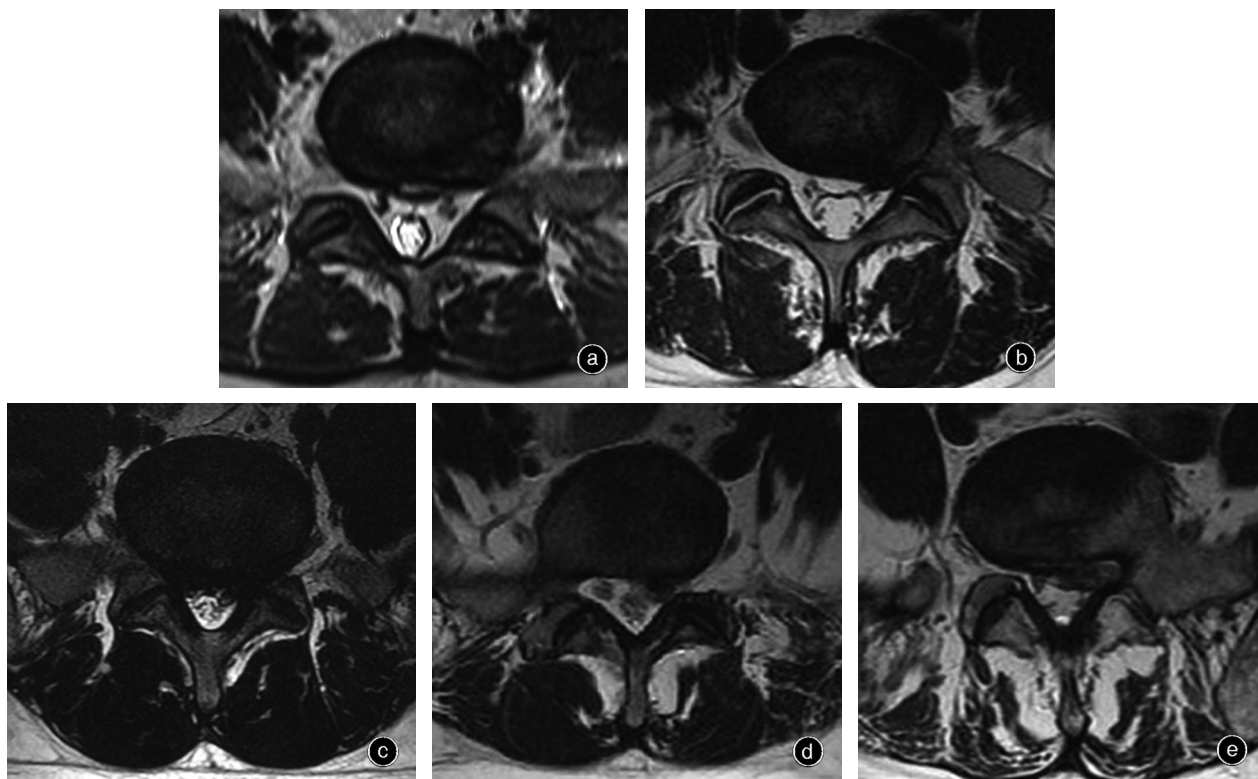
椎间盘突出MRI分级,左侧神经根为参照,T₂WI a 1级,椎间盘膨出或突出,无神经根接触 b 2级,椎间盘膨出或突出与神经根接触,神经根无移位 c 3级,神经根受压移位,神经根周围信号完整 d 4级,神经根受压,周围信号轮廓减少 e 5级,神经根完全受压,轮廓丧失
